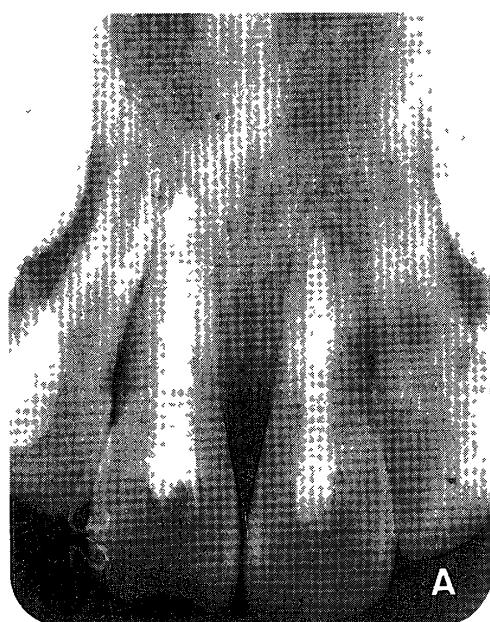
Radiograph (after 18 months) A Slight absorption of the left central incisor's root at the apex B The root canals were filled by a sectional method (The working lenght was 22mm for the right incisor, 17mm for the left incisor)
